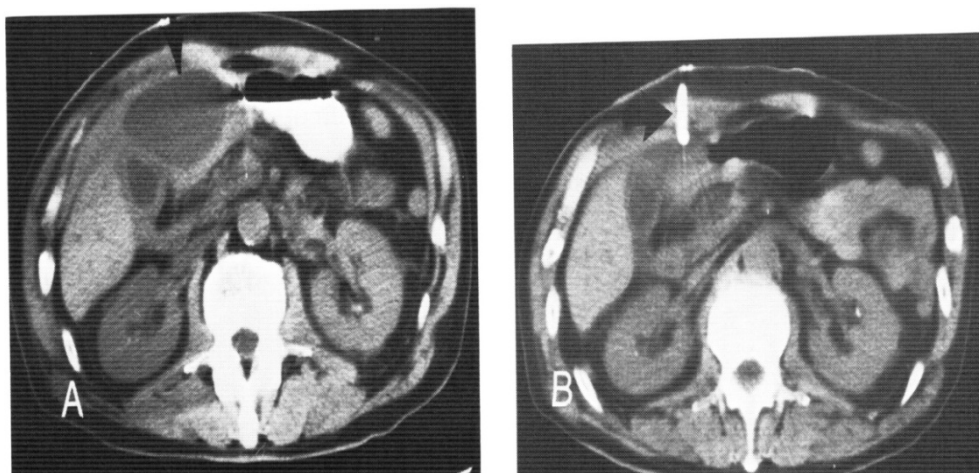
Комп'ютерна томограма: А - псевдокіста підшлункової залози та В - тонкоголкової аспірації псевдокісти підшлункової залози
